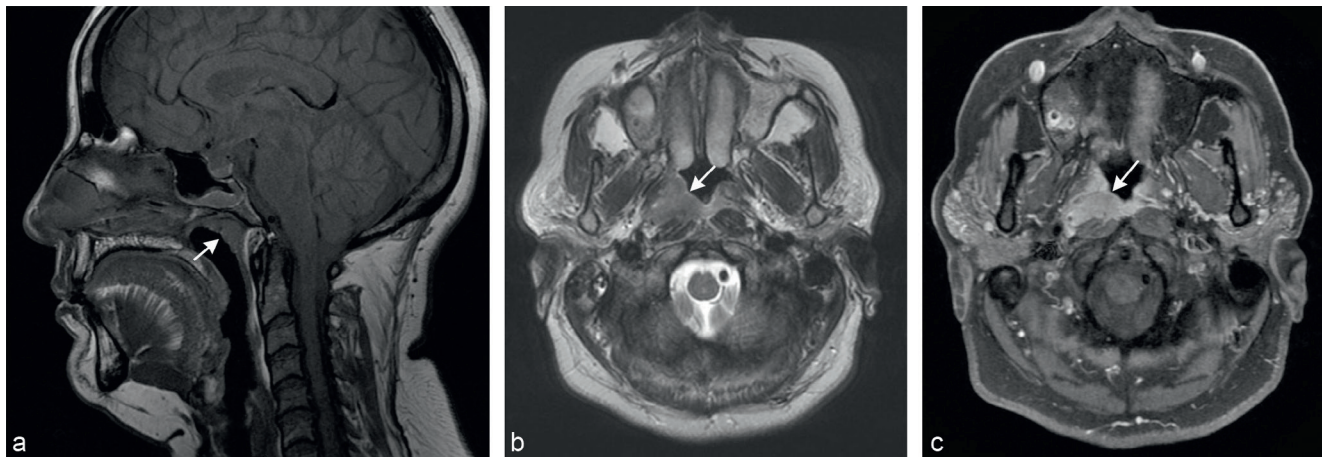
Tumeur du nasopharynx classée T1 selon la huitième édition de la classification TNM (flèche) (a) Coupe sagittale IRM en pondération T1. (b) Coupe axiale en pondération T2. (c) Coupe axiale en pondération T1 avec injection intraveineuse de chélate de gadolinium et effacement du signal de la graisse. Masse centrée sur l'espace muqueux, latéralisée à droite, en isosignal T1 par rapport aux muscles, hypersignale T2, avec rehaussement du signal T1 après injection du produit de contraste.
